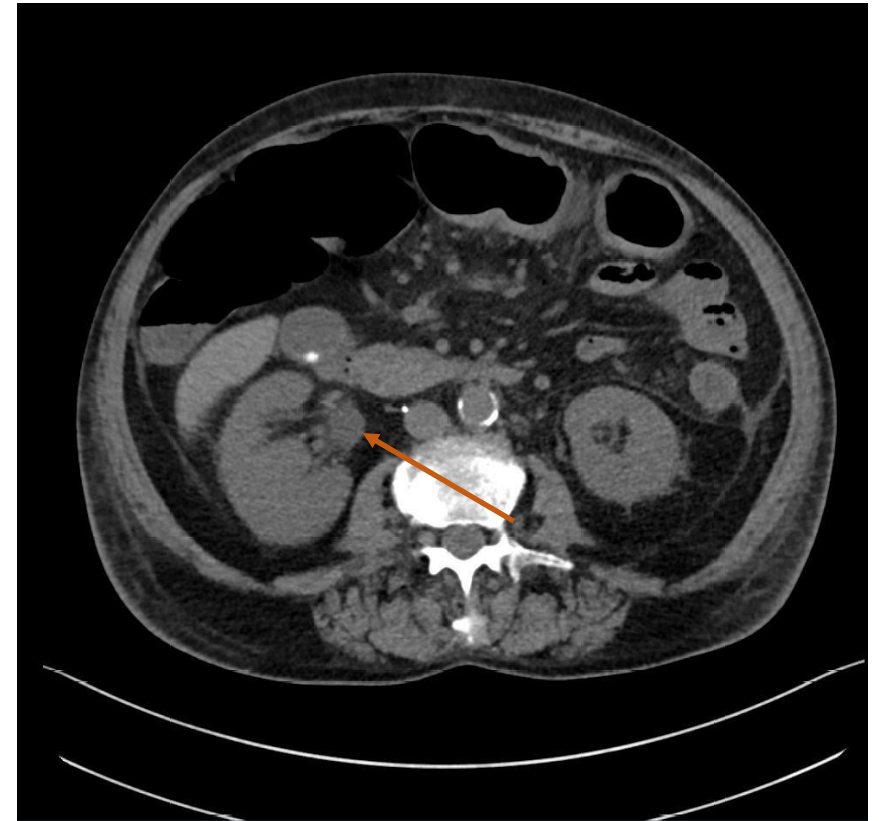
Imagem de ecografia renal de indivíduo com pélvis extrarrenal (*seta*) no rim direito, variante anatômica.
